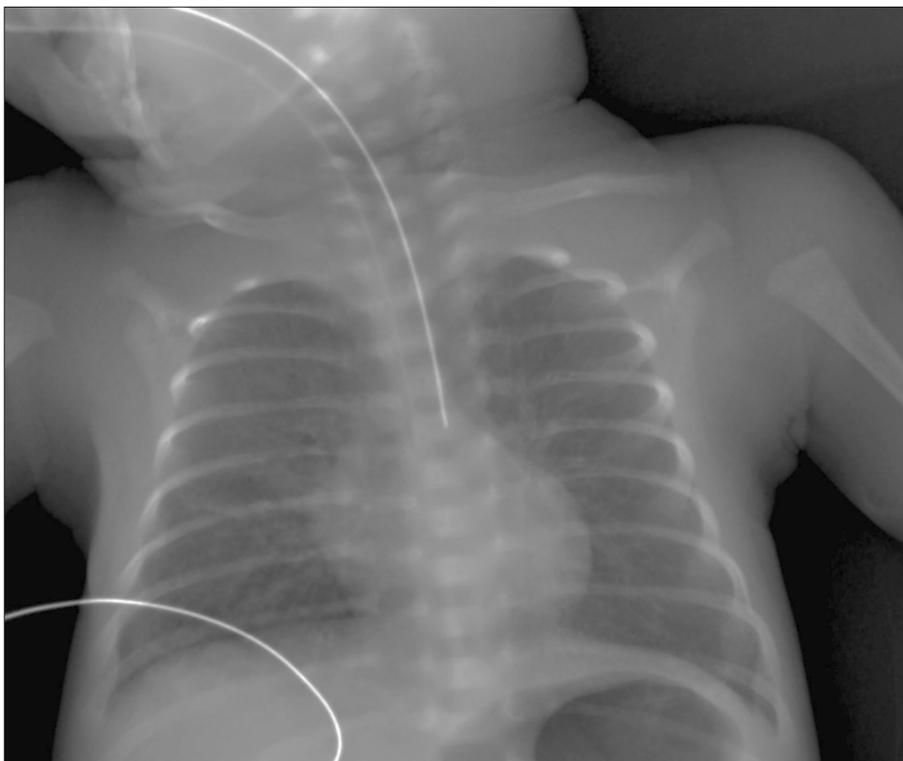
Radiografía AP de tórax.
